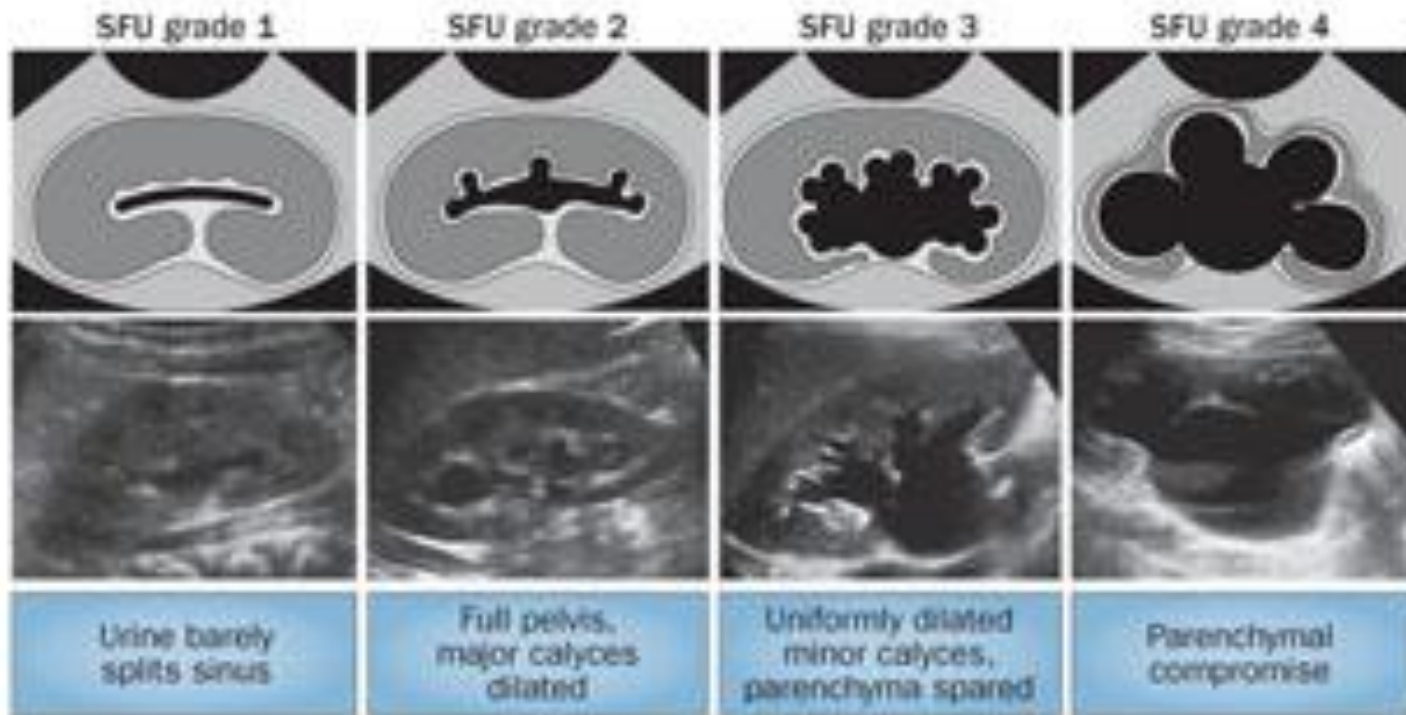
The Society for Fetal Urology grading system for postnatal hydronephrosis. The grading system is based on renal ultrasonography findings of the degree of renal-pelvic and calyceal dilation and takes into account the integrity of the parenchyma. Grade 0 is normal and not represented in the figure.
